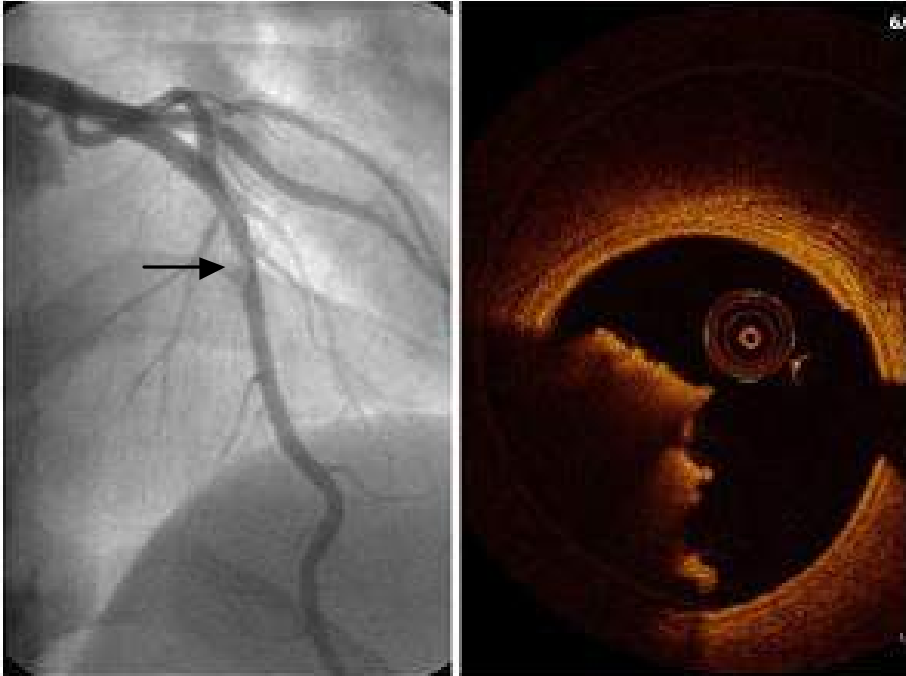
Imagen de la izquierda:* angiografía de arteria descendente anterior con lesión significativa en el segmento medio (flecha). *Imagen de la derecha:* imagen de tomografía de coherencia óptica que objetiva masa irregular que ocupa la luz del vaso y que produce sombra posterior sugerente de trombo.
